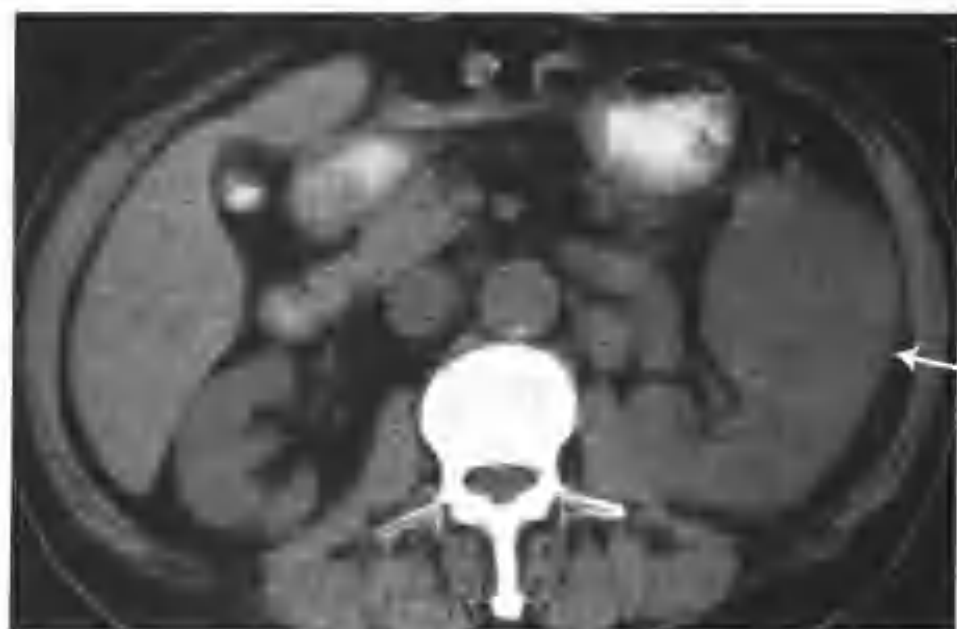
左肾乳头状肾细胞癌并左肾静脉癌栓 (CT平扫示左肾不均匀性增大，等密度(箭头))
